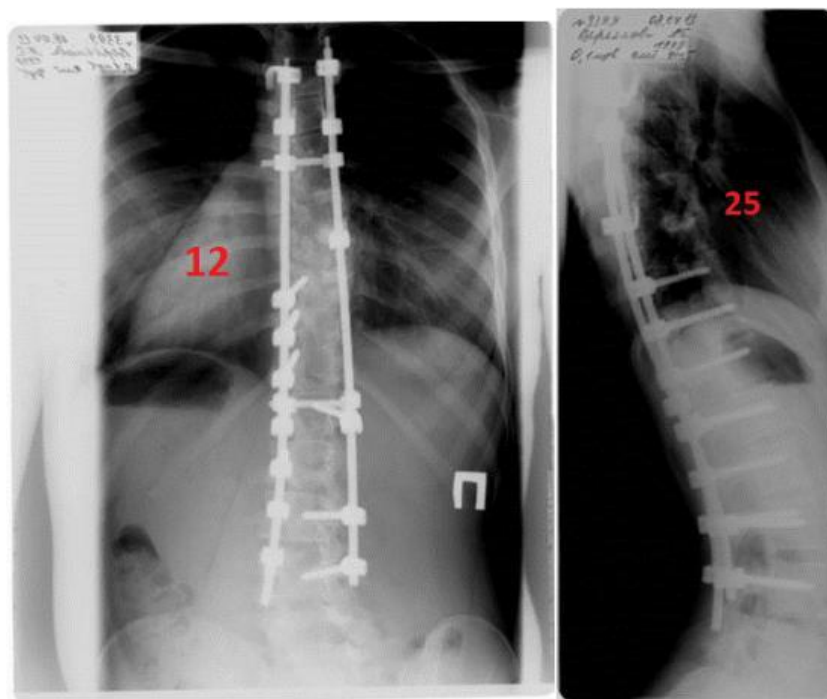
Рентгенограммы позвоночника пациентки В., 13 лет, до и после операции.
